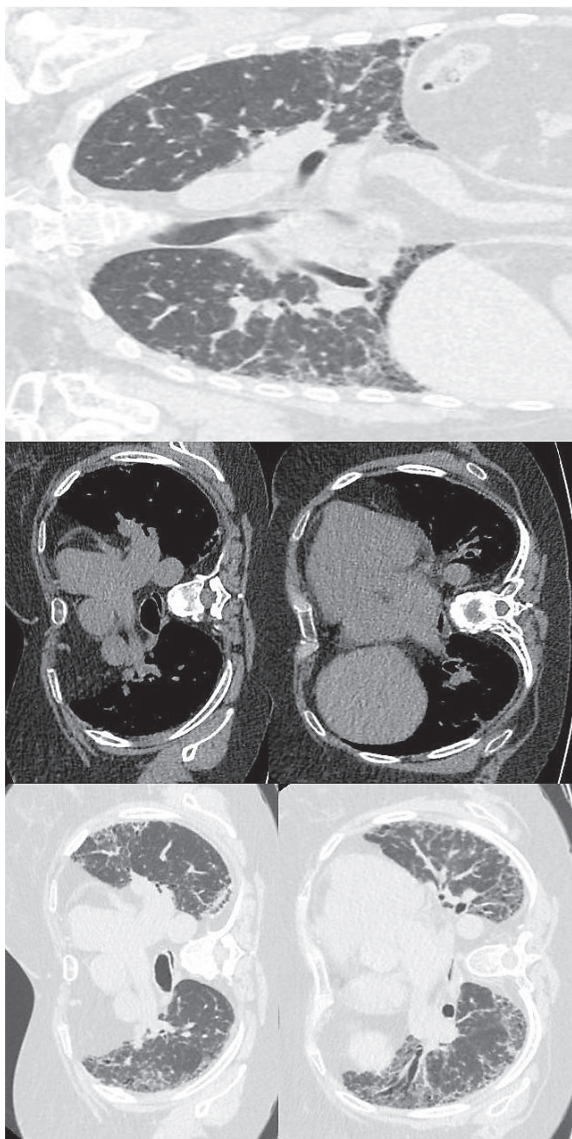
Компьютерные томограммы. Обычная интерстициальная пневмония (вероятный тип) у пациентки со склеродермией (данные изменения не являются интерстициальным легочным фиброзом)
